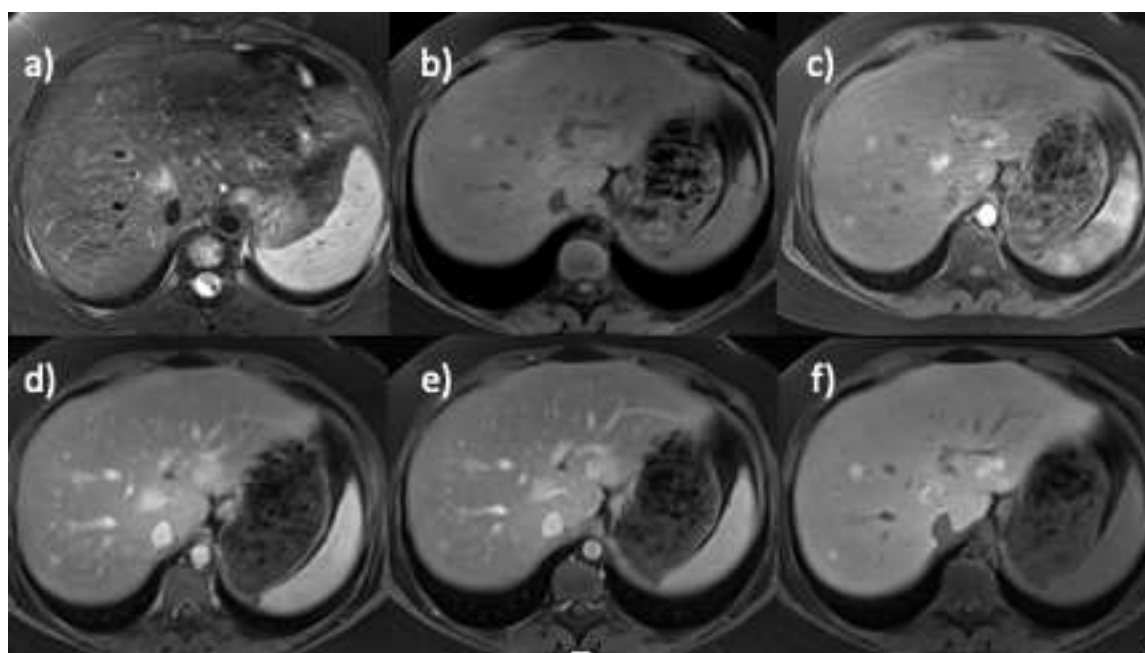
Пациентка, 11 лет, узловая регенерация печени, в анамнезе – нейробластома (лечение окончено 5 лет назад). МРТ в аксиальной проекции с динамическим контрастным усилением с тканеспецифичным контрастным препаратом: а) T2ВИ; б) T1vibe до введения контрастного препарата; в) T1vibe артериальная фаза; д) T1vibe портальная фаза; е) T1vibe венозная фаза; ф) T1vibe отсроченная фаза (25 минут). В обеих долях печени визуализируются множественные слабо гиперинтенсивные на T2ВИ образования. На T1ВИ очаги имеют изо- или слабо гиперинтенсивный сигнал. При динамическом контрастном усилении очаги активно накапливают контрастный препарат в артериальную фазу, накопление контрастного препарата сохраняется в гепатоспецифичную фазу.
